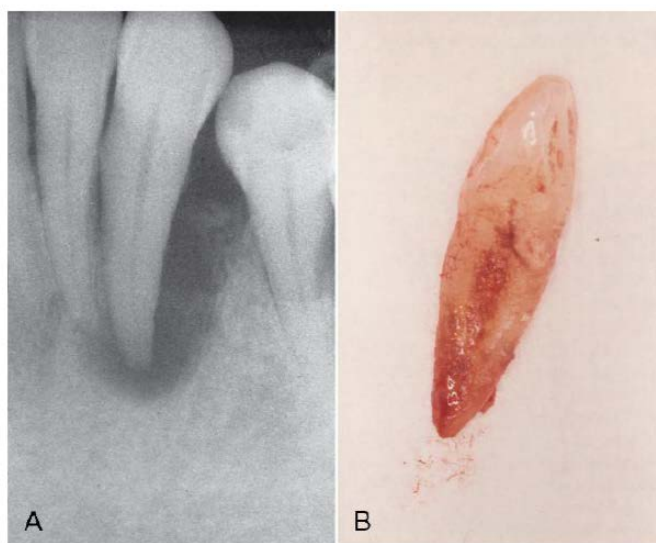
Fotografías que ilustran una periodontitis periapical avanzada en un canino inferior (A) sin afectación pulpar, pero que tuvo que realizarse extracción por la pérdida de soporte óseo (B). ¹
